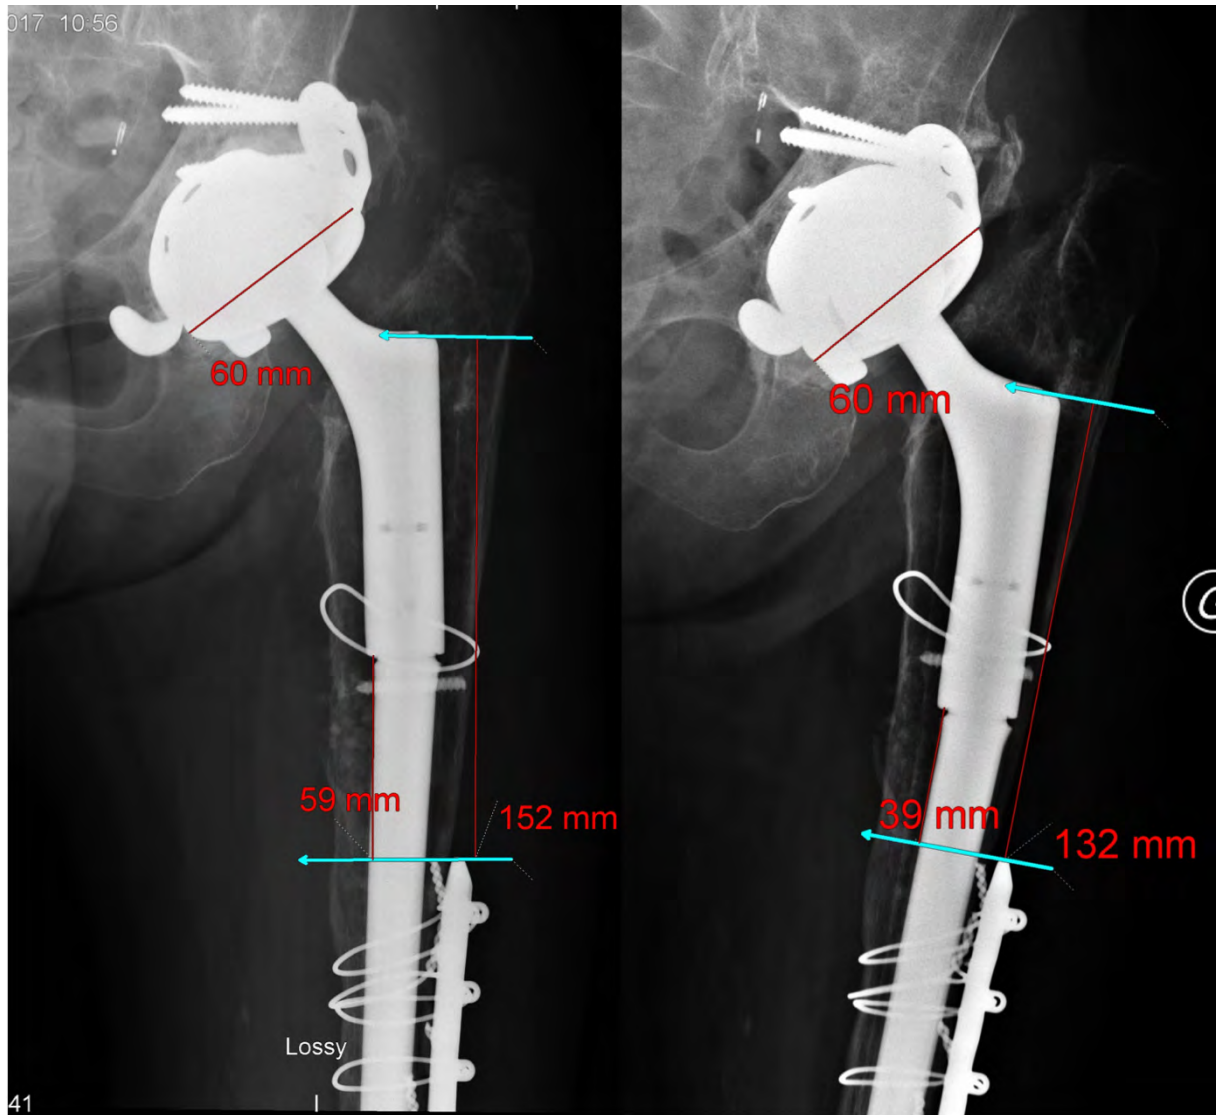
Exemple radiographique de mesure de l'enfoncement. Mesure de la distance entre l'épaule de la prothèse et une plaque d'ostéosynthèse fixée sur le fémur (152-132=20mm) associée à une mesure complémentaire de la distance entre la jonction métaphyse – tige et cette même plaque (59-39=20mm) La mesure de l'implant acétabulaire permet de s'assurer de la reproductibilité des mesures. Au total entre ces 2 radiographies, la tige s'est enfoncée de 20mm.
